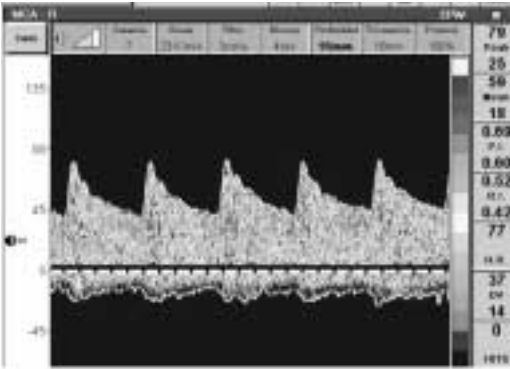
Doppler Transcraneal de Arteria Cerebral Media con valores de velocidad media e Índice de Pulsatilidad normales.
